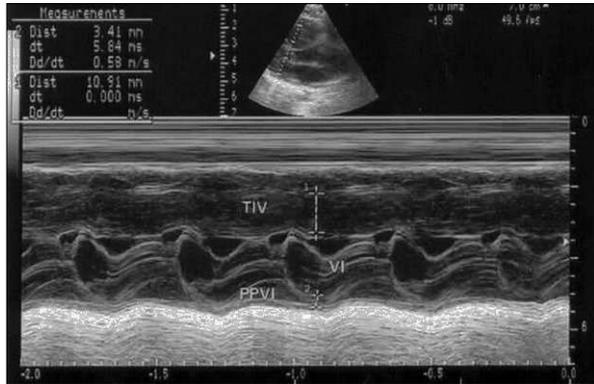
Ecocardiografía en modo M. Se aprecia engrosamiento del tabique intraventricular (10,9 mm).
